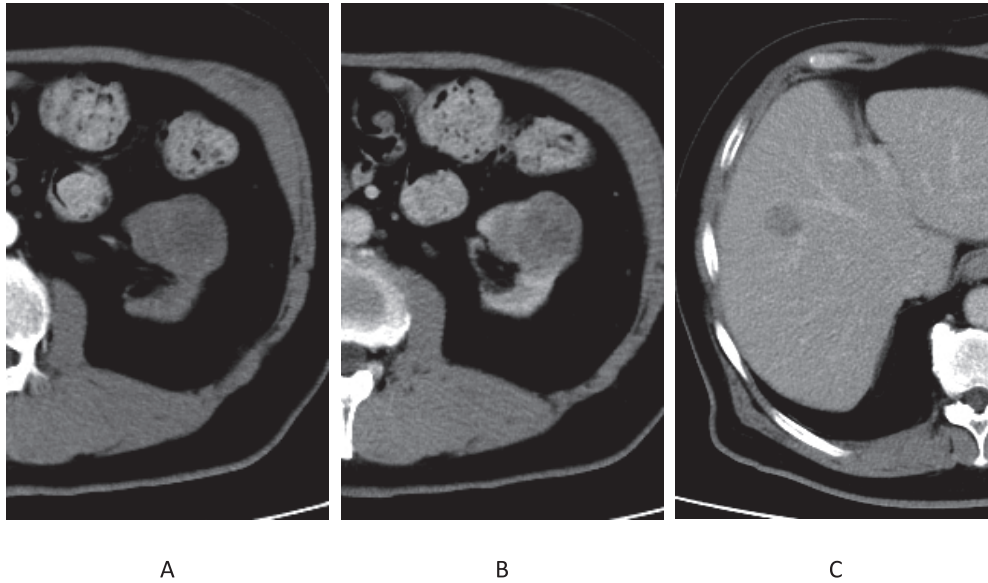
Abdominal computed tomography (CT) shows a 3.5 cm left renal tumor (A,B). There is a slight contrast effect at the periphery of the tumor (A). There is no obvious washout in the late phase (B). Several masses with weak contrast effect can be observed in the liver (C).
